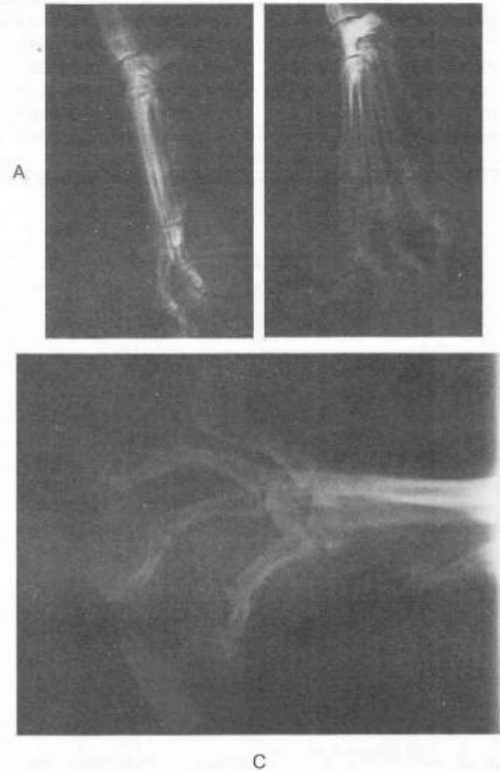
А* — рентгенограмма пясти и пальцев в боковой проекции;
